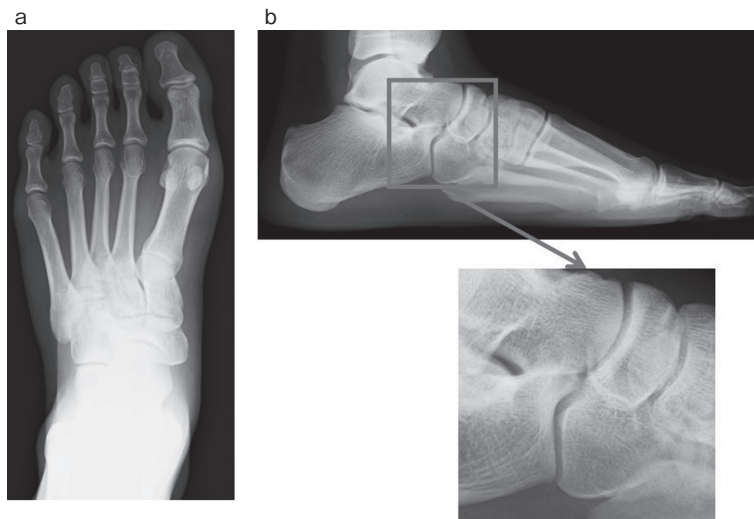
初診時単純X線 a: 足部正面 b: 横倉式
